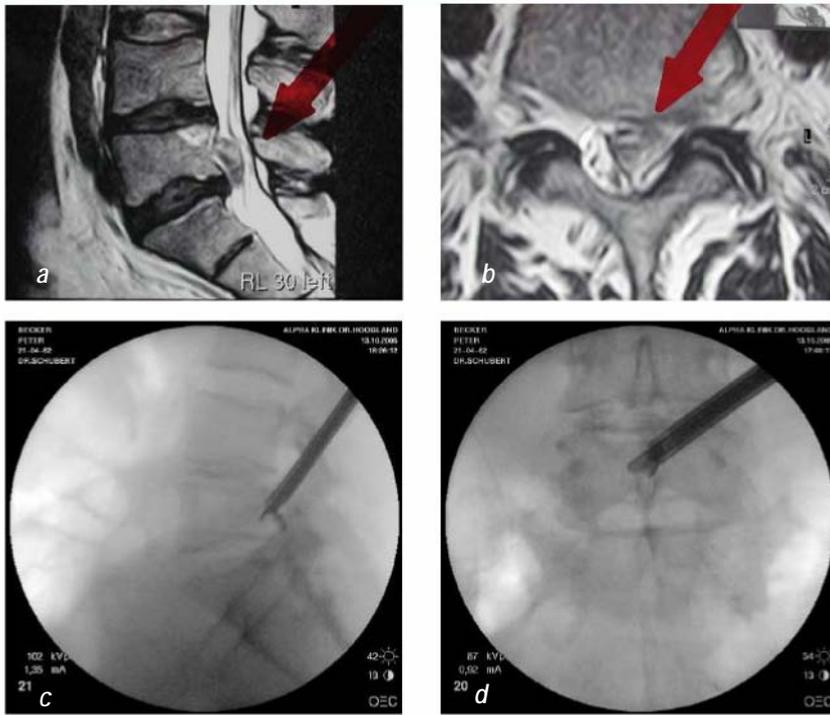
Präoperatives MRT zeigt in sagittaler (a) und axialer (b) Bildgebung einen weit nach caudal sequestrierten Bandscheibenvorfall. Intraoperatives Röntgenbild zeigt im lateralen (c) und a.p. (d) Strahlengang die korrekte Position des Arbeitskanals mit Faszange
